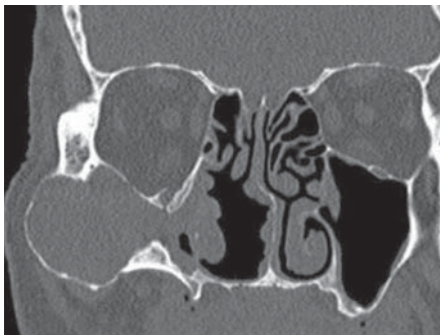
MRI snímka pacienta s mykotickou sinusitídou, postihnutím najmä klinových dutín a čuchoých dutín vpravo. Tlak do pravej orbity spôsobil deviáciu pravej očnej gule.
